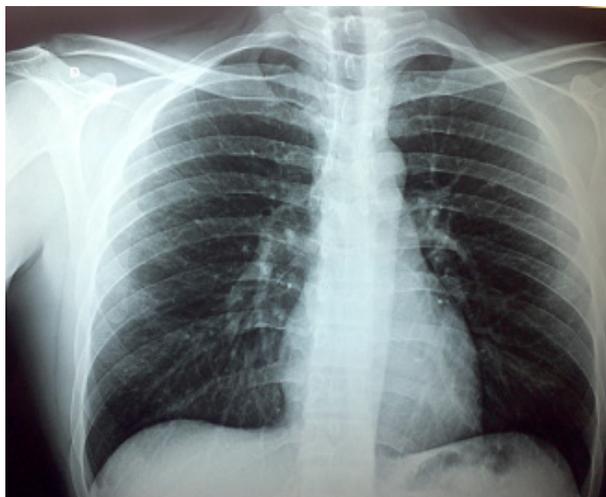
Radiografia do tórax mostrando normalidade da imagem.
